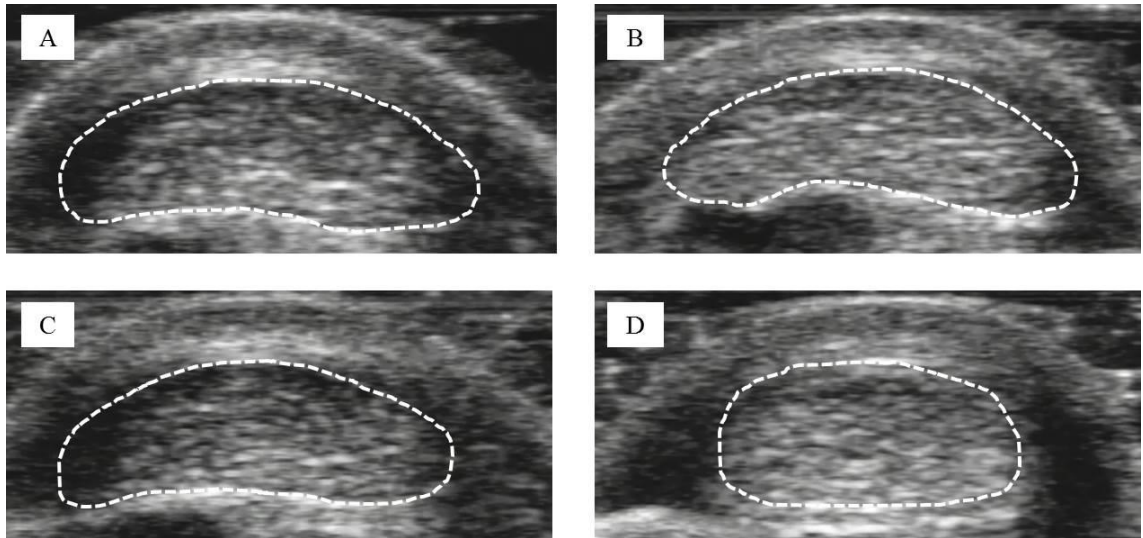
角度課題および筋収縮課題におけるアキレス腱超音波画像
